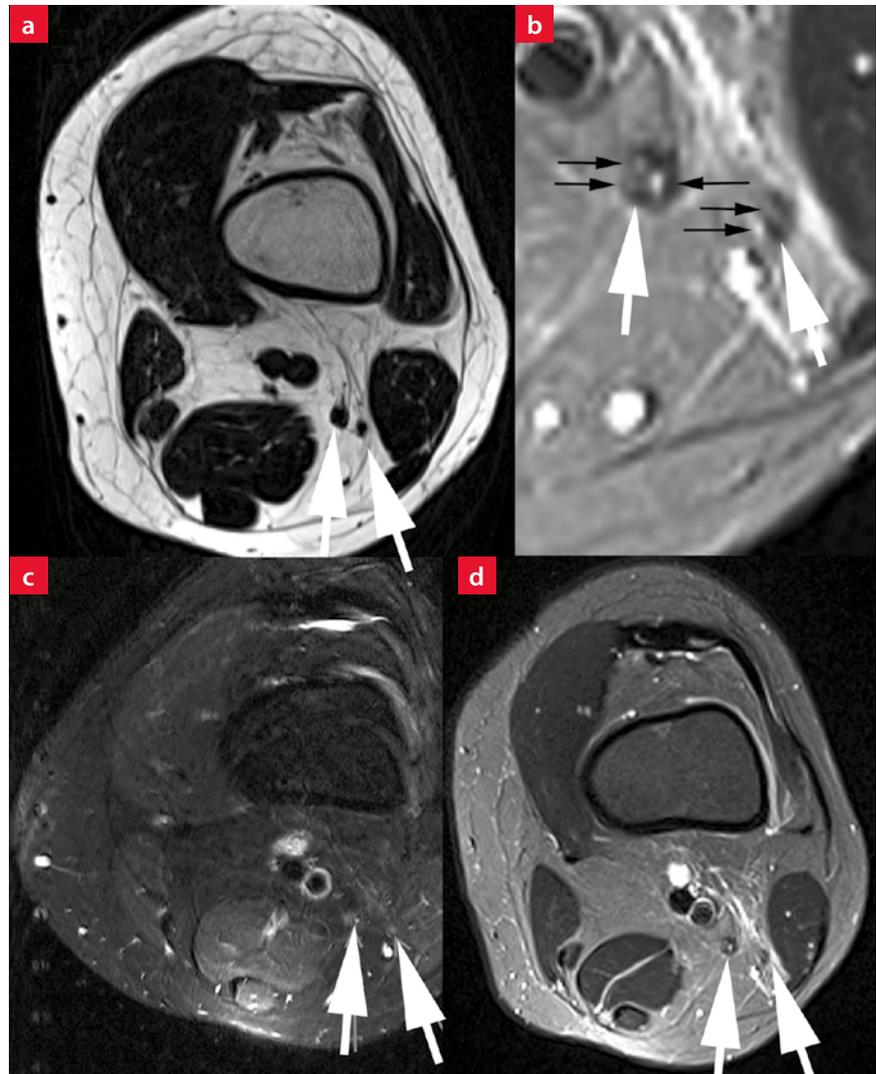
a–b: Magnetresonanztomographie des Nervus ischiadicus und der Äste Nervus tibialis (jeweils weißer Pfeil links) und Nervus peroneus (jeweils weißer Pfeil rechts) in der Kniekehle; Hinweis für eine Neuritis in Form von faszikulären „gesprenkelten“ Signalanhebungen im Nervus tibialis und peroneus.
